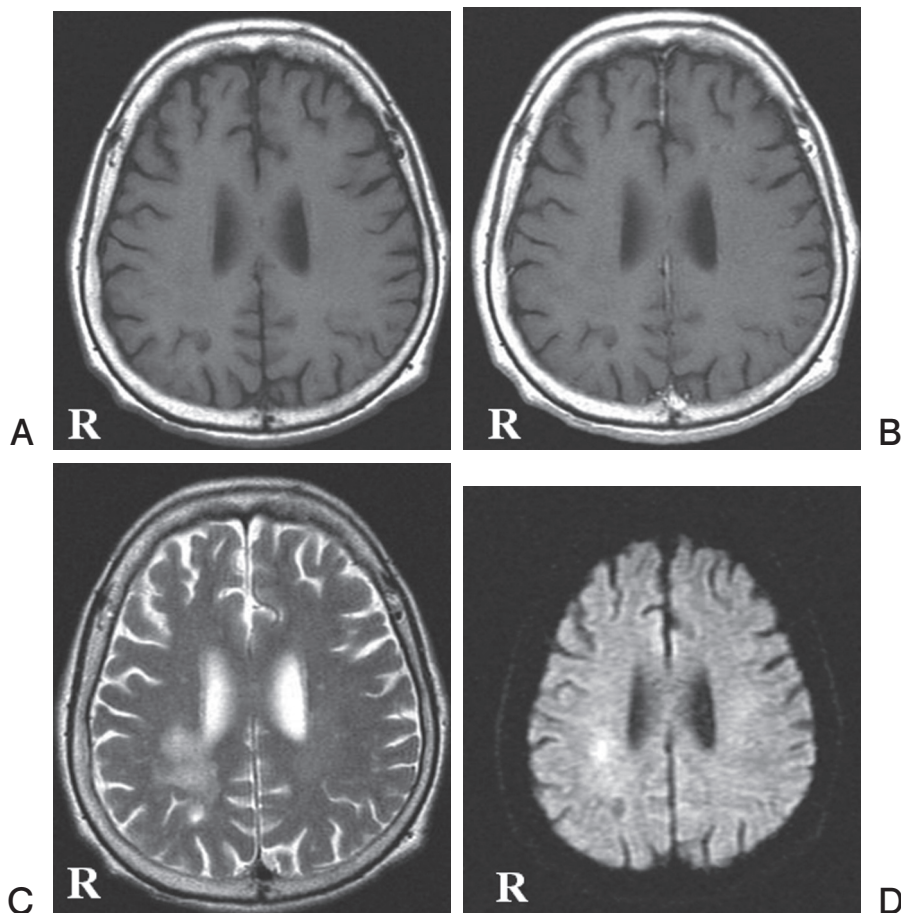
Post-treatment, axial T2-weighted image (C) and diffusion weighted image (D) showing a reduction in the high intense lesion.
